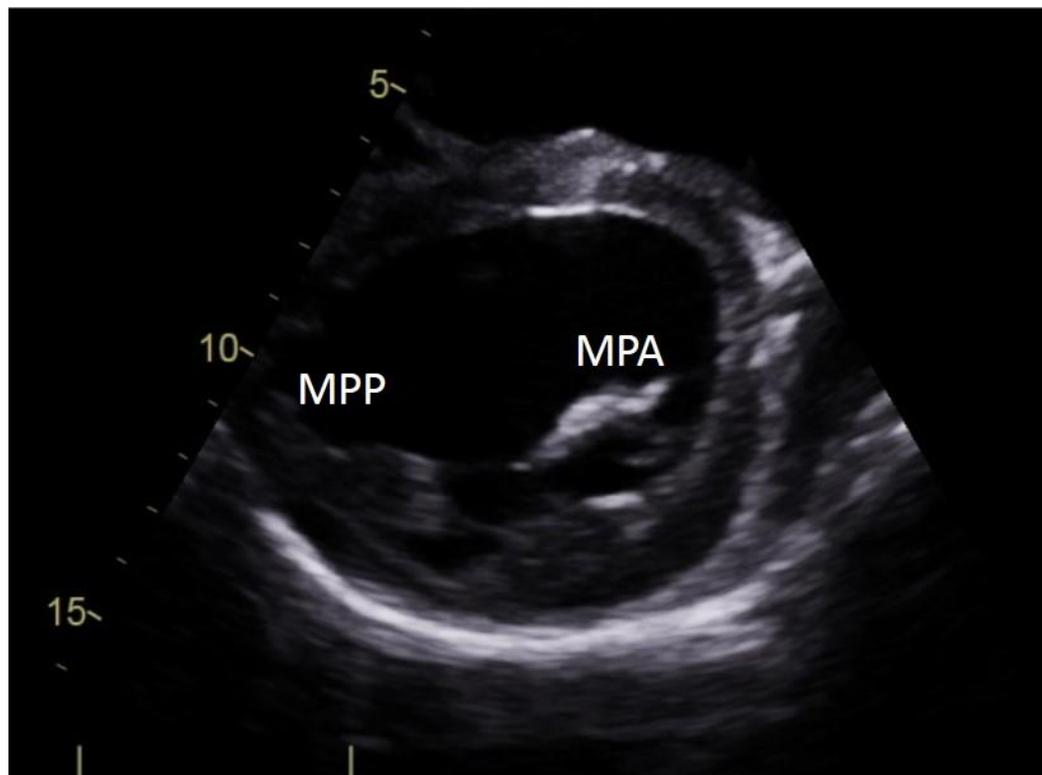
Imagen obtenida mediante ecocardiograma transtorácico. Vista paraesternal eje corto. MPA: Músculo Papilar Anterolateral Hipoplásico. MPP: Músculo Papilar Posteromedial.
